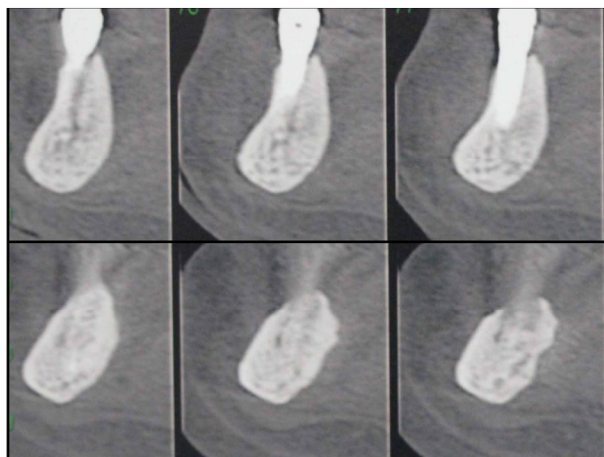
Apresentação dos cortes de tomografia computadorizada cone beam (TCCB) da mandíbula onde se pode evidenciar aspecto de osso com pouca vascularização e muito radiopaco, sobretudo nas áreas próximas às exposições ósseas. Verifica-se, também, presença de implante já osseointegrado do lado direito, mostrando a manutenção do tecido ósseo sem alterações evidentes.
